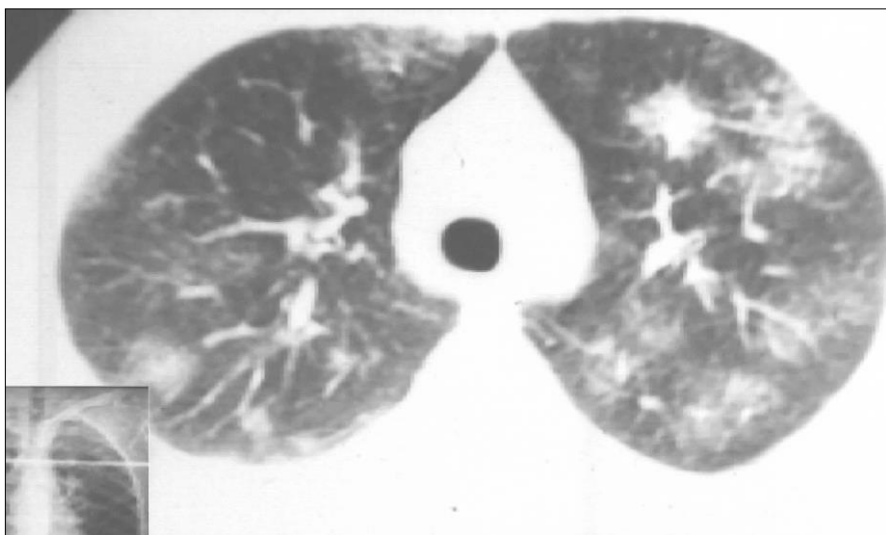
КТ органов грудной полости (верхние зоны легких) больного ХЛЛ (III группа). Определяются очагово-сливные (фокусные) инфильтраты по всем полям обоих легких, усиленный и деформированный легочный рисунок, реактивный плеврит.
